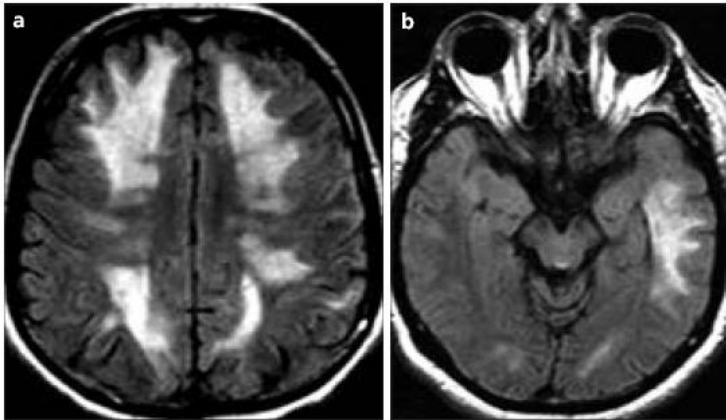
a, b. Initial cranial MRI examination. Axial FLAIR images of the frontal, parietal and temporal lobes show diffuse hyperintensity.
